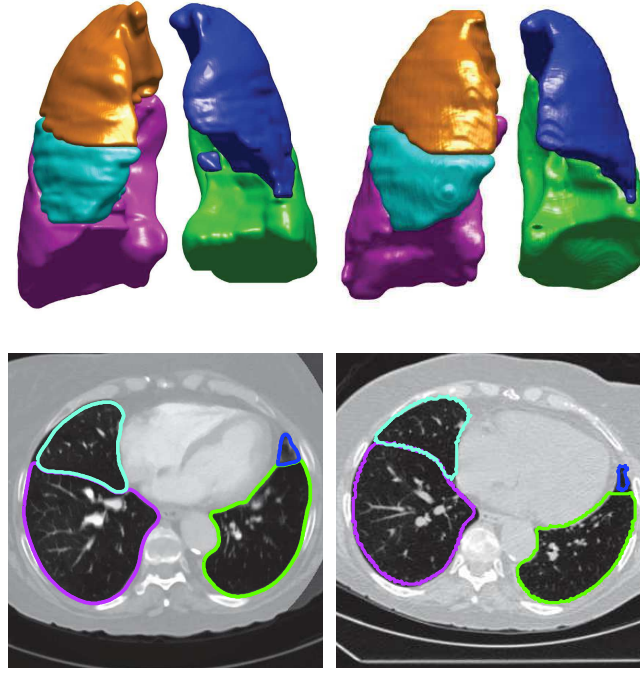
A 3D rendering of the entire lungs (patient 2) showing the segmented lobes delineated on both DECT (top left) and SPECT/CT (top right) datasets. At the bottom, the corresponding expert's contour for one CT image on the axial plane. Lobes are color-coded such as green (LI), blue (LS), magenta (RI), cyan (RM) and orange (RS).
